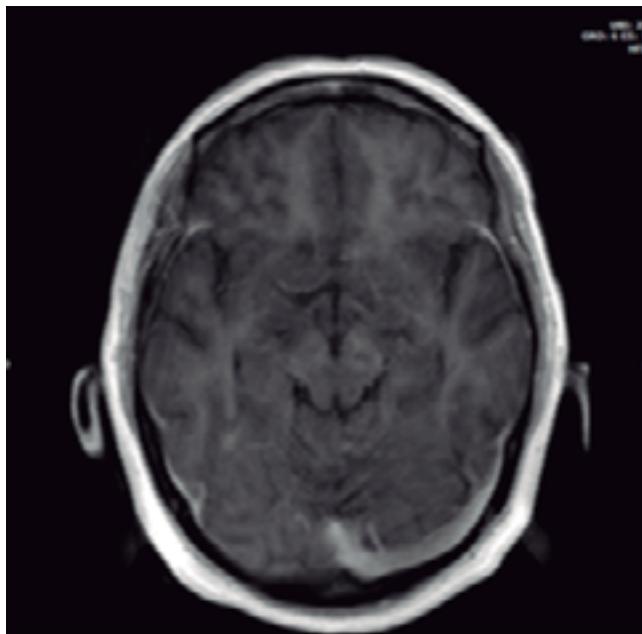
Resonancia Magnética de Cerebro -corte axial-: nótese la presencia de una imagen hiperintensa que rodea la región occipital del lado izquierdo, correspondiente a una hemorragia subaracnoidea (HSA).
